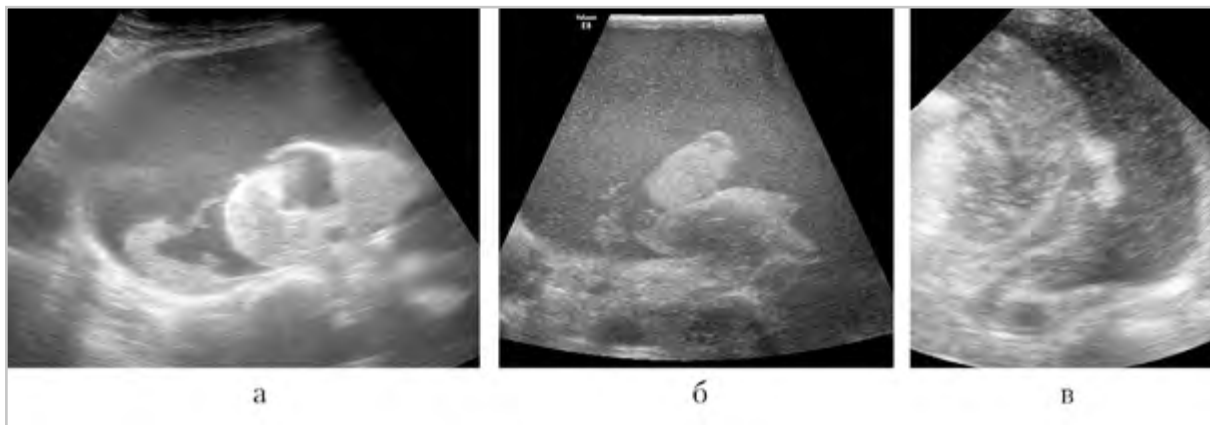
УЗИ в В-режиме: плевральное содержимое в виде мелкодисперсной взвеси: *а* — кататравма, разрыв легкого, гемоторакс; *б* — лимфома средостения; *в* — хилоторакс
